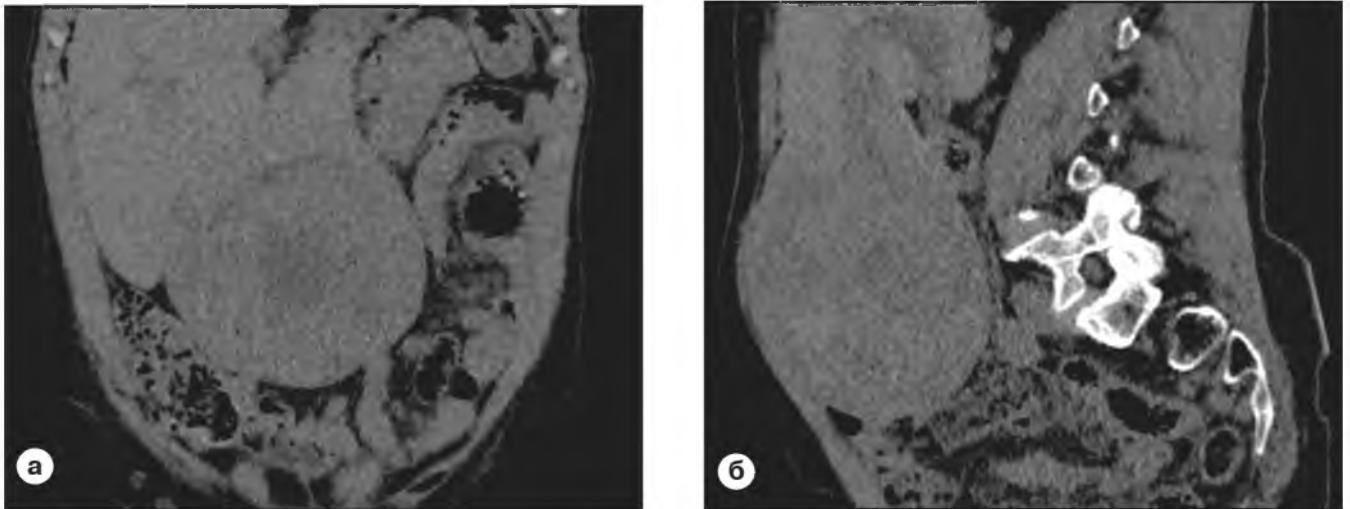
Компьютерные томограммы без контрастного усиления.
